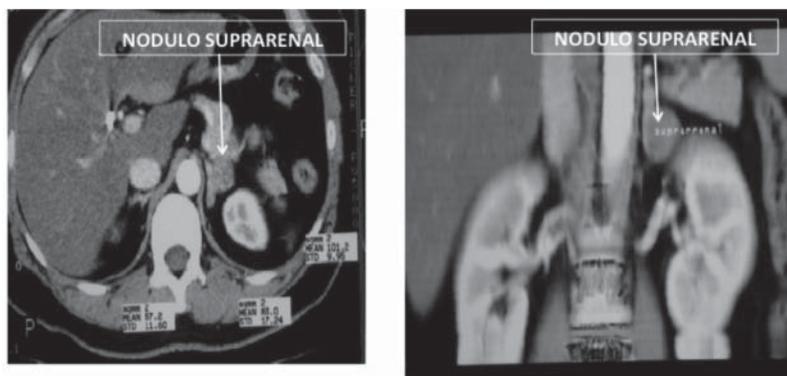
Tomografía trifásica de suprarrenales: Nódulo de 2 cm. de diámetro, localizado en la glándula suprarrenal izquierda, hipodenso en la fase simple, que capta el medio de contraste durante la fase arterial y muestra un lavado mayor de 20 UH en la fase tardía.
